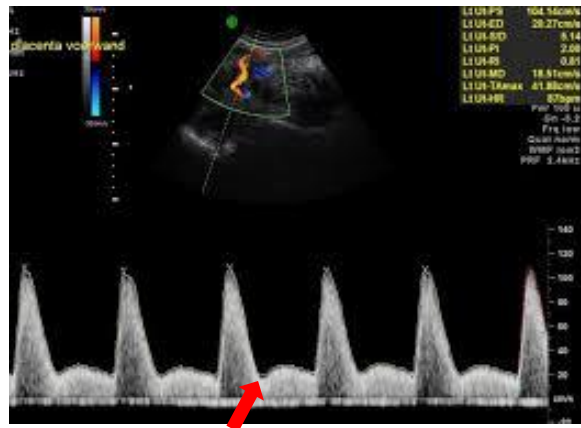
Pre-eclampsische abdominale Doppler met verlaagd S/D-ratio en aanwezigheid van notch, aangetoond met een rode pijl (Urgert, 2013)
